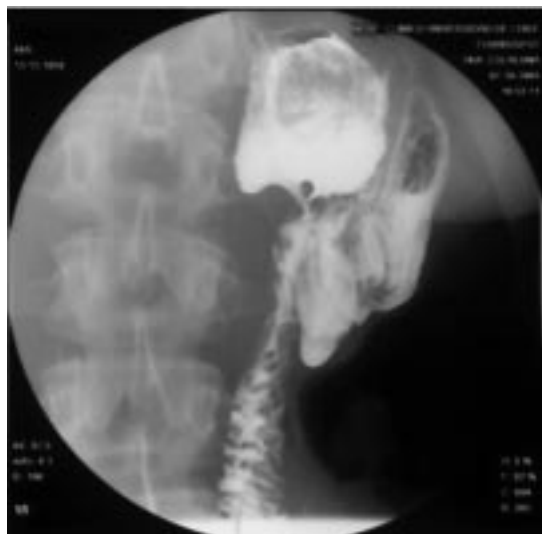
Radiografía EED donde se muestra la estenosis de la boca anastomótica.
